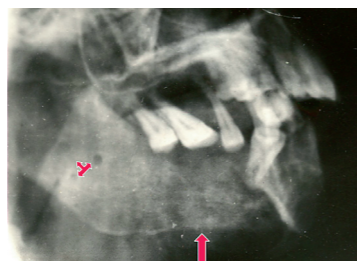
На боковой рентгенограмме того же раненого видно, что нижний зуб мудрости находится в контакте с верхним клыком. Позади него хорошо виден регенерат, в толще которого — нижнечелюстной канал, где растет нижний луночковый нерв.
